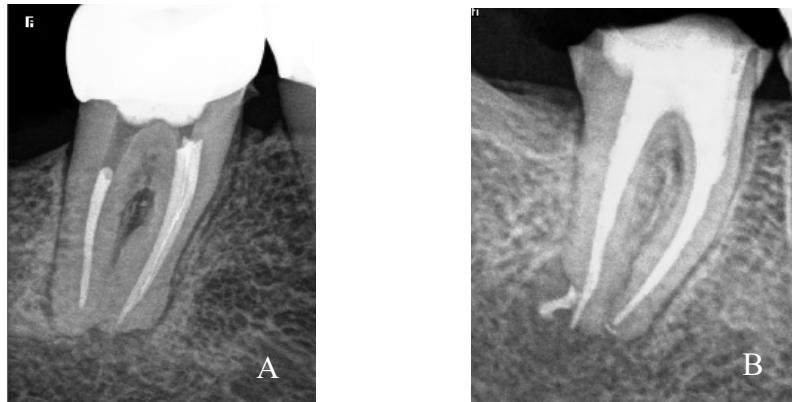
Radiographies RA montrant A: une sous-obturation en distal et une obturation adéquate en mésial B: une obturation adéquate en mésial et une sur-obturation distale. Courtoisie du Dr Richert
